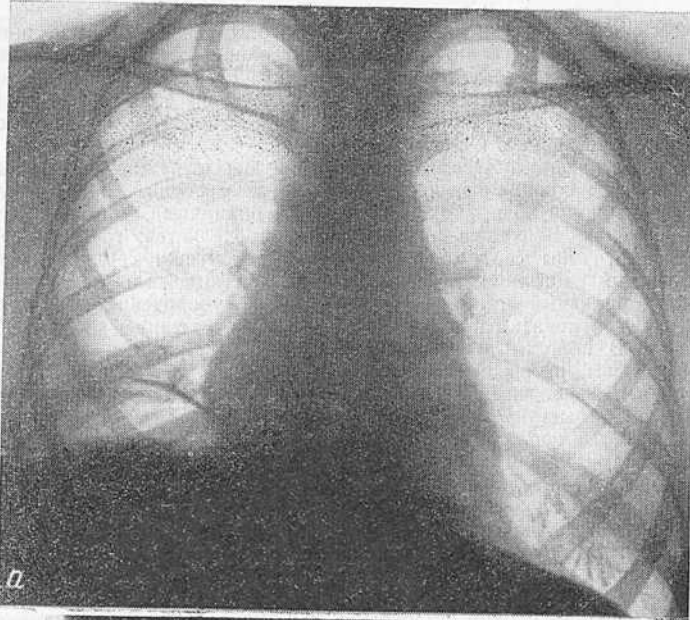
Рентгенограмма грудной клетки ребенка 13 лет 8 месяцев в передней (а) и боковой (б) проекции.
